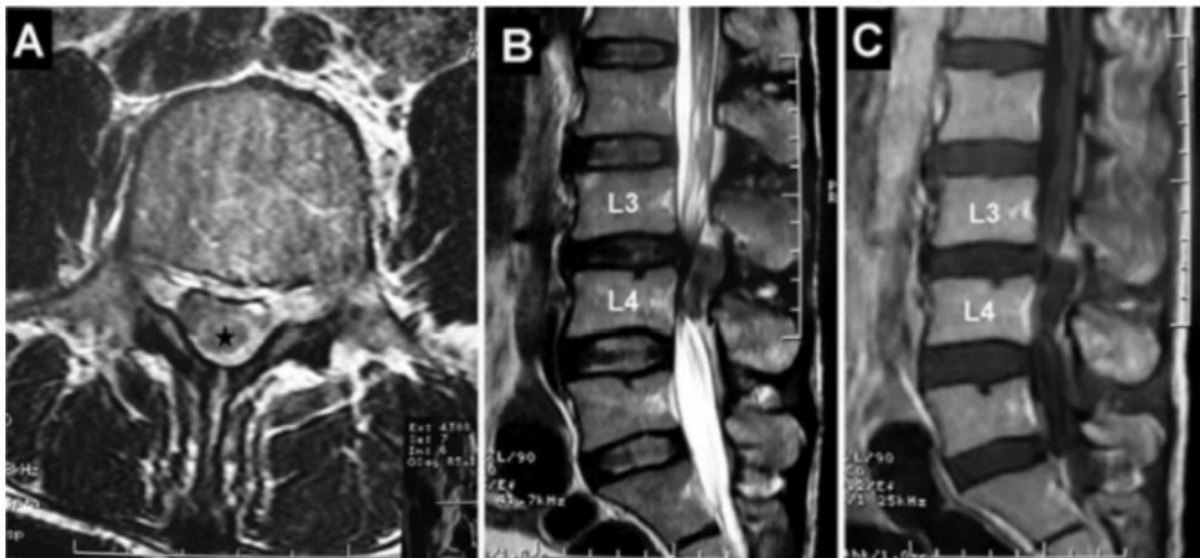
Coupe axiale (A) et sagittale (B) d'IRM en séquences pondérées T2 montrant l'emplacement épidual postéro-latéral droit du fragment du DIV (étoile) mesurant 15 × 12 × 7 mm qui a comprimé le sac dural au niveau L3-4. (C) Coupe Sagittale en T1 après injection du Gadolinium montrant le rehaussement annulaire périphérique de la lésion à L3-4 [179].
